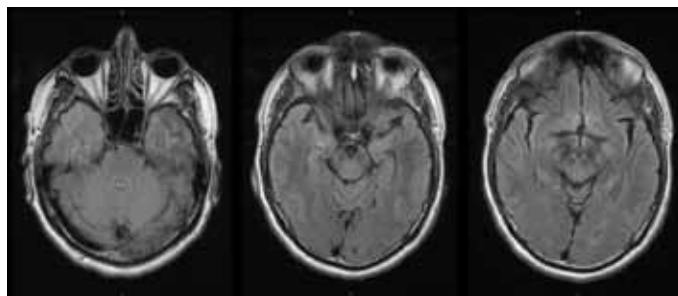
RM cerebral de control, seqüència FLAIR
